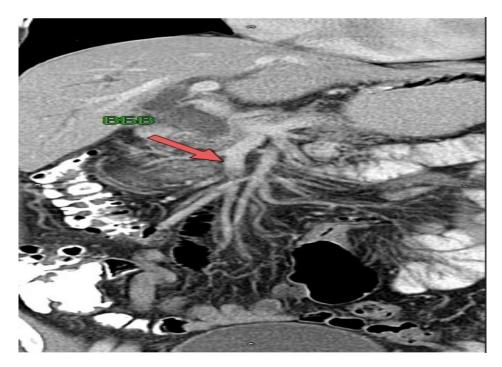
Компьютерная томография с верхней брыжеечной веной пациента К., находившегося на лечении с диагнозом: Тяжелая сочетанная травма
